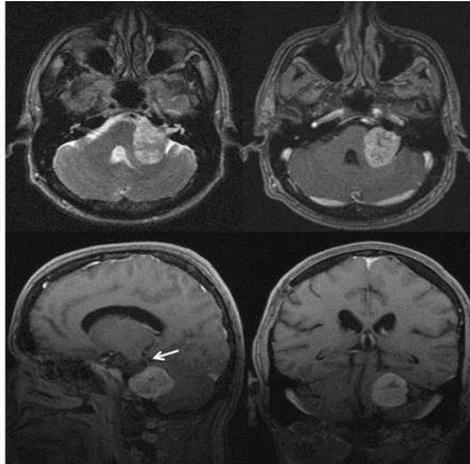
Resonancia magnética con gadolinio en secuencias T₁ axiales, sagital y coronal, demostrando un Schwannoma del acústico izquierdo con realce heterogéneo del contraste que permite identificar el engrosamiento tumoral del VIII par craneal, de contornos definidos y lobulado, ocupación de la cisterna pontocerebelosa ipsilateral, compresión del IV ventrículo y del puente con desplazamiento contralateral del mismo. Se observa cola dural (*flecha*) demostrable solo en estudios contrastados.
